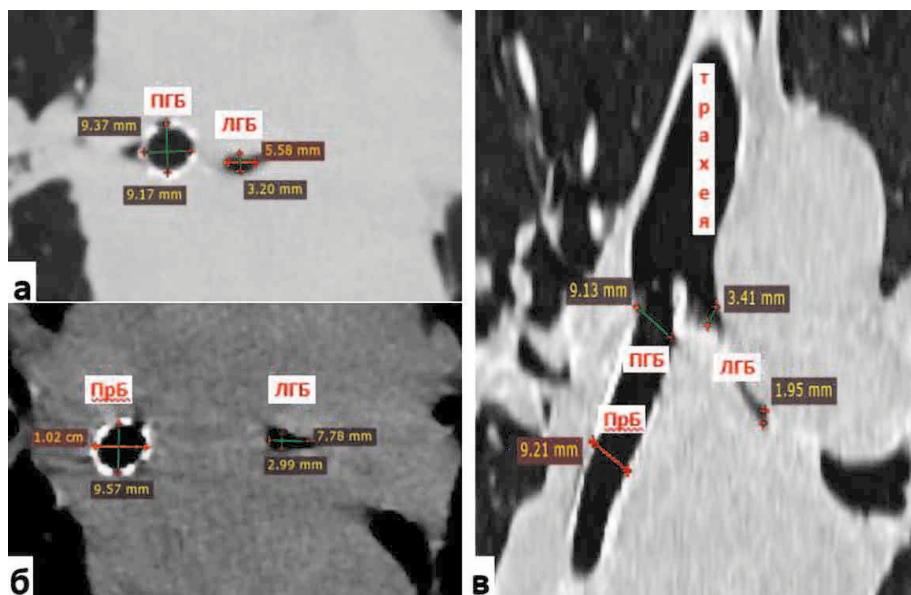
Компьютерная томография органов грудной полости пациента Б. от 04.05.2020 г. (на 3-и сутки после установки стента в промежуточный и правый главный бронхи).
